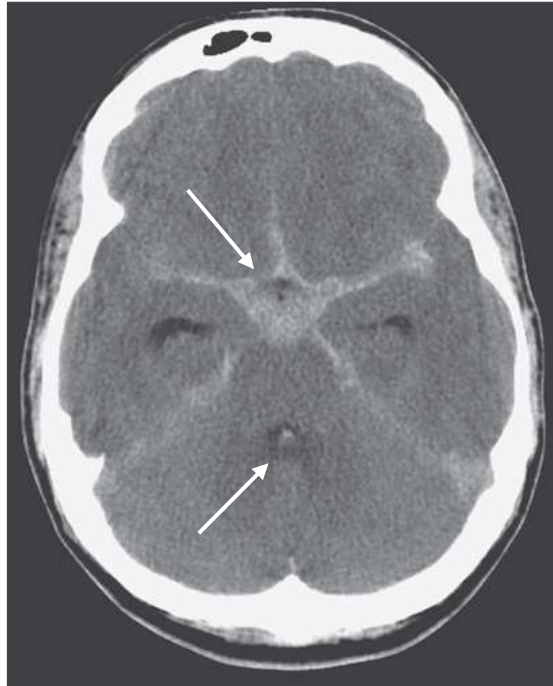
Tomografia computerizzata della testa che mostra un'emorragia subaracnoidea (frecche bianche).
